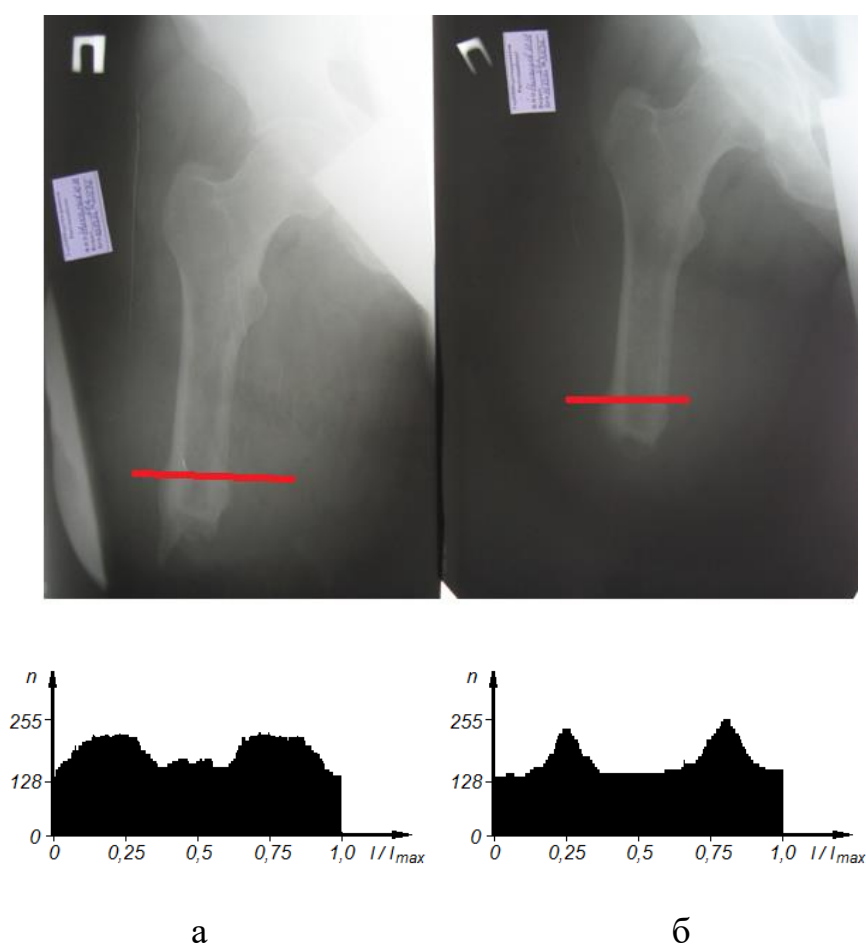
Рентгенографічні зображення та відповідні денситограми кукси правого стегна пацієнта до (а) та після операції (б)
